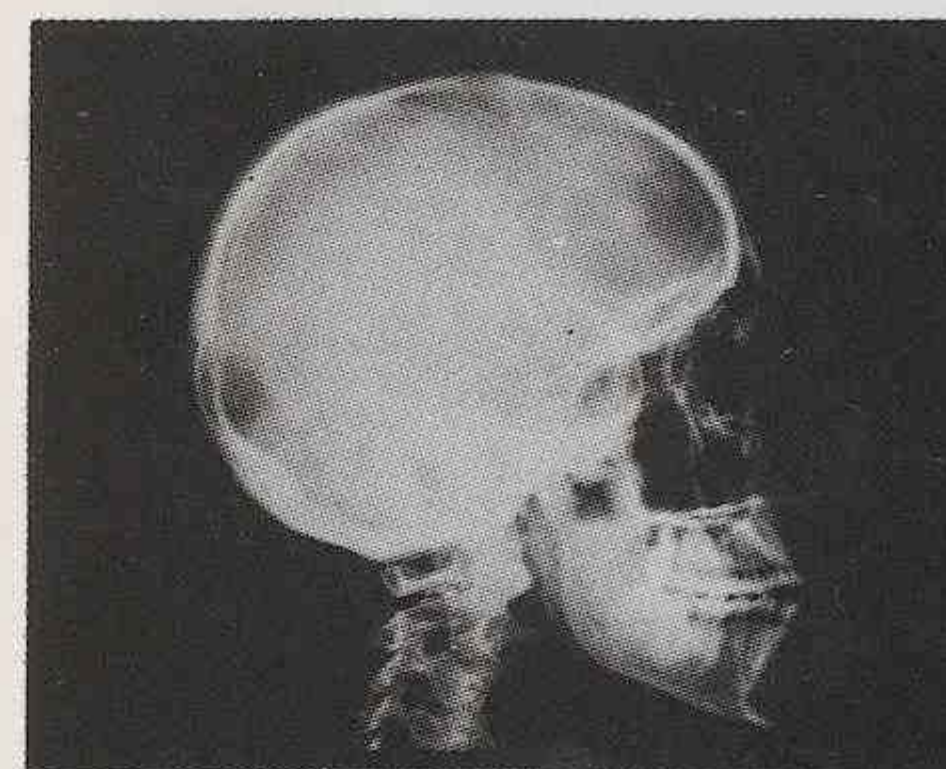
Radiografía del esqueleto del cráneo.
